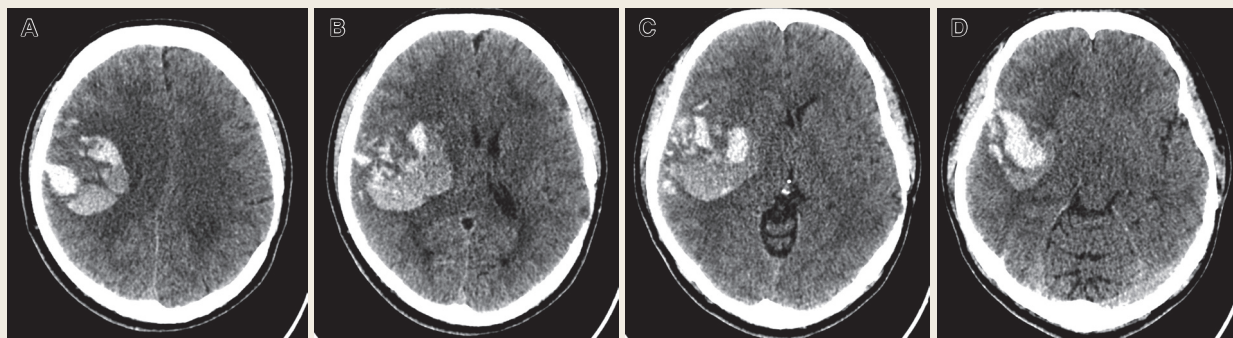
Pre-operative brain CT
